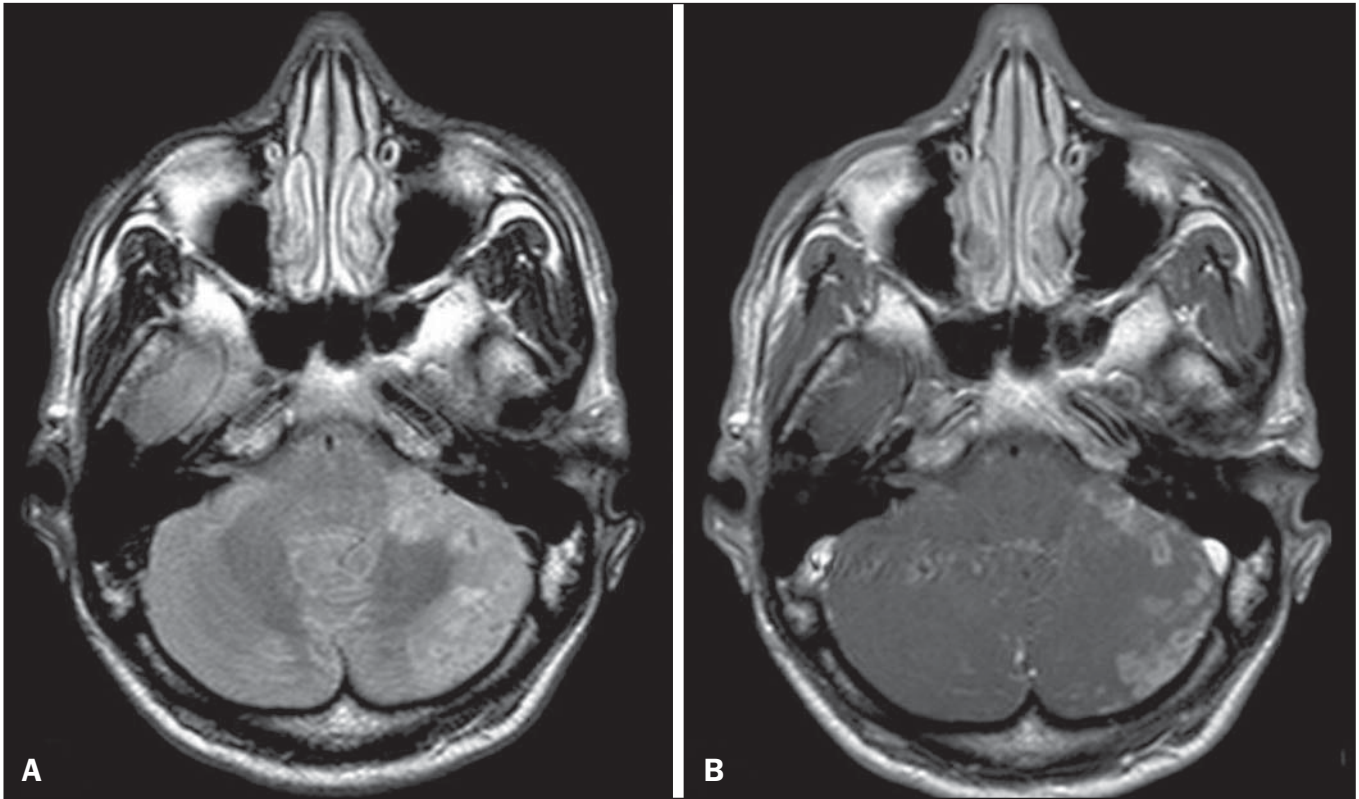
Tuberculose. A: RM axial FLAIR mostra lesões com edema vasogênico. B: Múltiplas lesões com realce anelar confluentes, principalmente no hemisfério cerebelar esquerdo, com realce leptomeníngeo.
